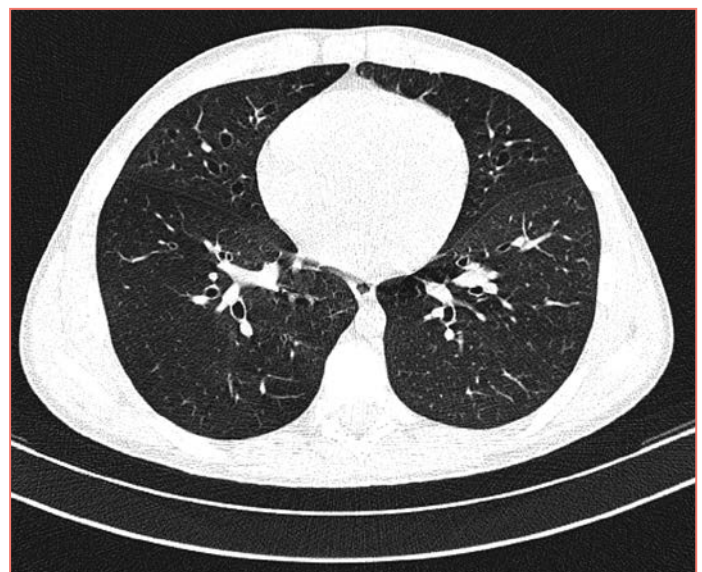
МСКТ грудной полости (26.01.2017): нижняя доля, правое легкое, сагиттальная плоскость
